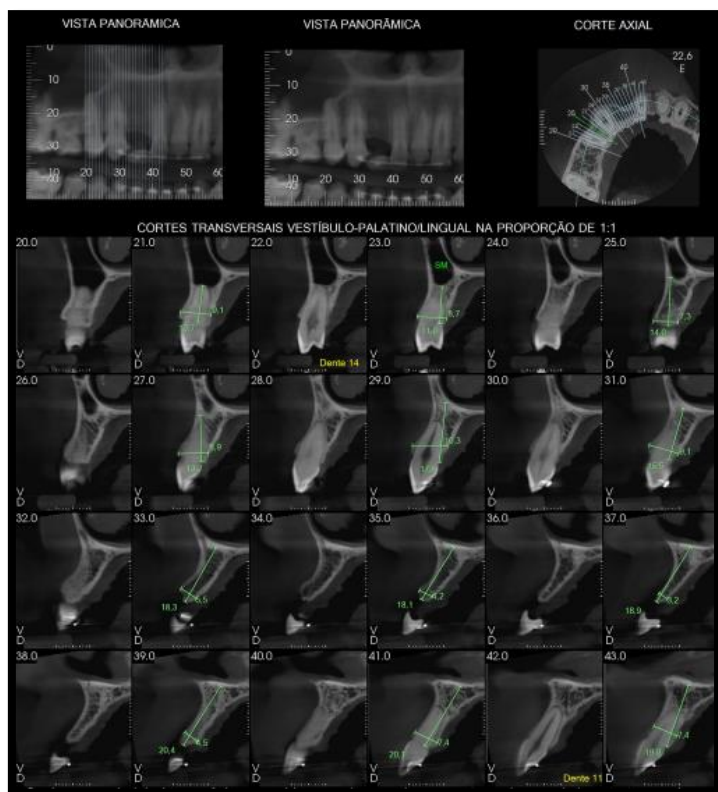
Tomografia computadorizada feixe cônico de região de elemento 12. Estruturas ósseas adequadas para instalação de implante dental.
